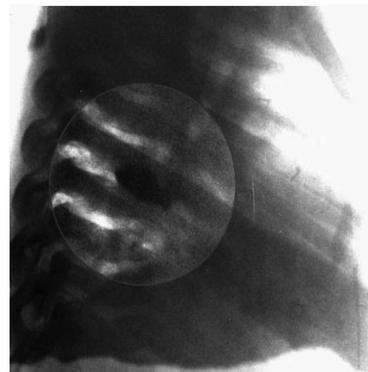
Та же больная, рентгенограмма — боковая проекция
